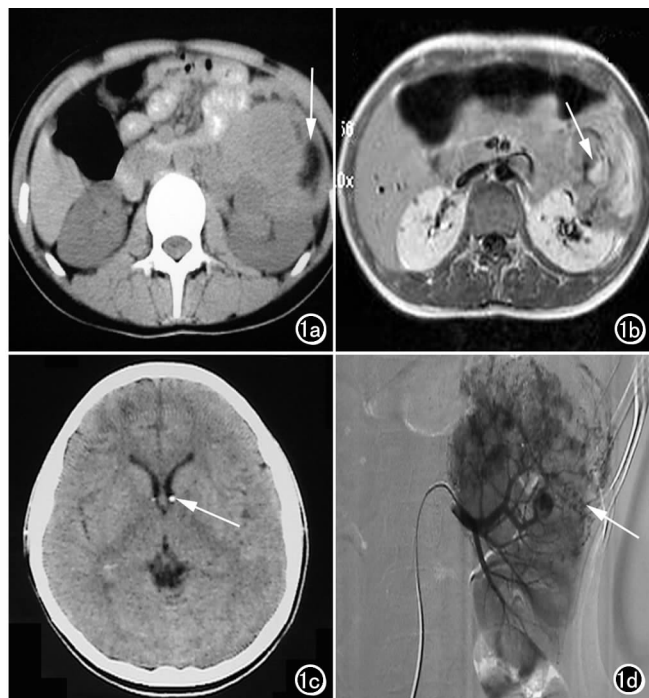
a) 腹部CT示左侧腹膜后混杂密度肿块,肿块起自左肾前唇,其内可见脂肪密度影(箭); b) 腹部MR增强T₁WI示左侧腹膜后区域一混杂信号肿块,呈不均匀强化,肿块边界不清晰,与左侧肾脏前唇紧密相邻,肿块内可见流空血管影(箭); c) 头颅CT示双侧侧脑室室管膜下多发钙化结节(箭); d) 左肾动脉造影示动脉期肿瘤染色显著(箭)。
